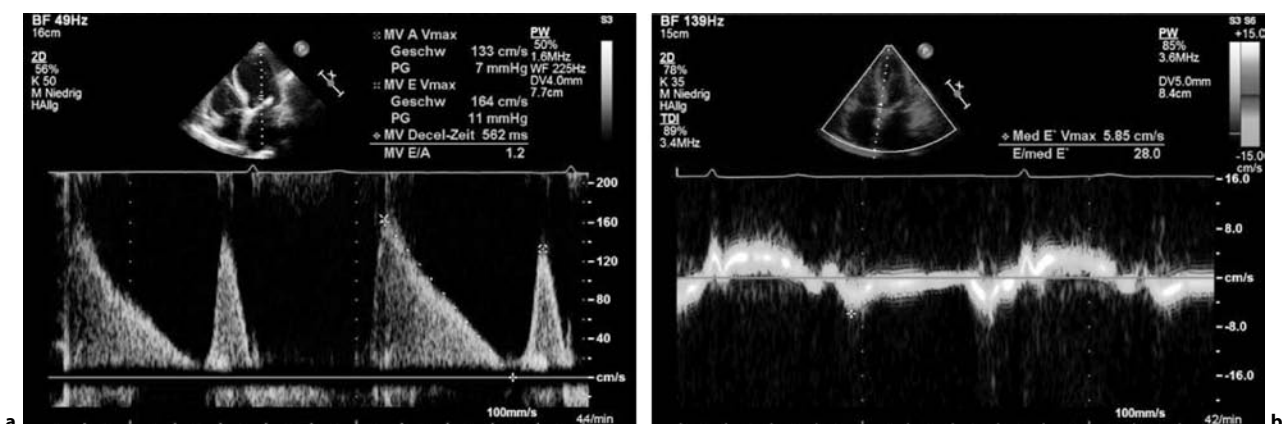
Doppler- bzw. Gewebedopplerechokardiographische Registrierungen der Flussgeschwindigkeiten über der Mitralklappe und der Bewegungsgeschwindigkeit des Mitralklappenannulus. Die Registrierung erfolgte jeweils im apikalen 4-Kammer-Blick. Sämtliche Messungen
